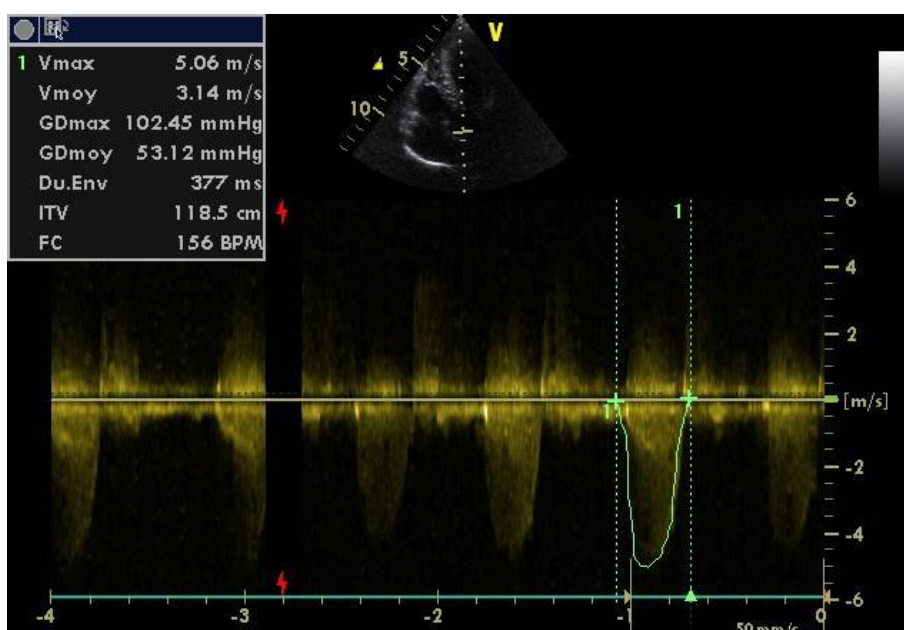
Mesure du gradient trans-aortique au doppler pulsé. (À noter l'aspect du flux rétrograde en doigt de gant)
